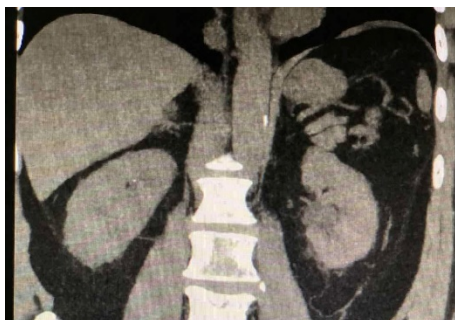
МСКТ ОБП пациентки в раннем послеоперационном периоде. Мочеточниковые стенты удалены
